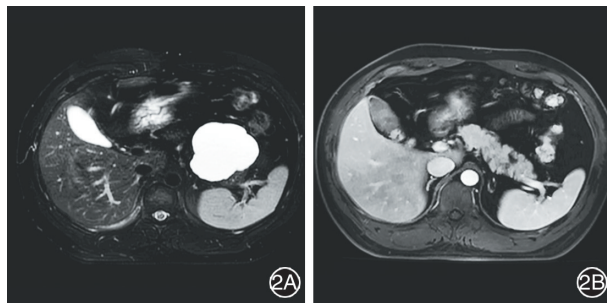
内镜超声引导下聚桂醇消融术后病变完全缓解 2A:消融前 MRI 显示胰尾部 71.0 mm $\times$ 68.0 mm 囊性肿瘤;2B:消融后 4 个月复查 MRI,病变缩小至 12.0 mm $\times$ 7.0 mm
